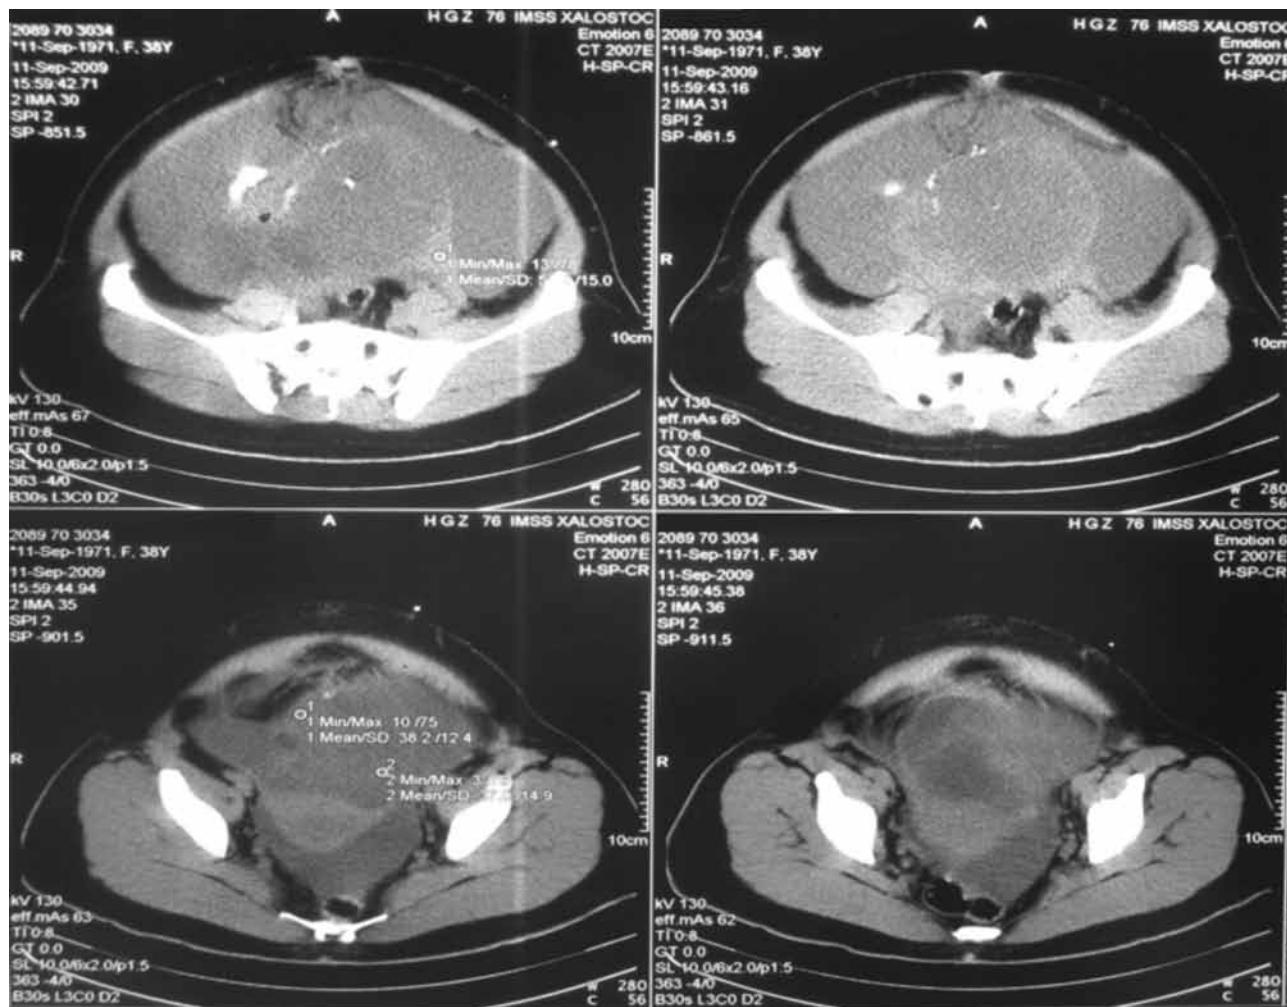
TAC abdomino-pélvica contrastada, se observa gran tumor sólido-quístico de ovario, ascitis.
